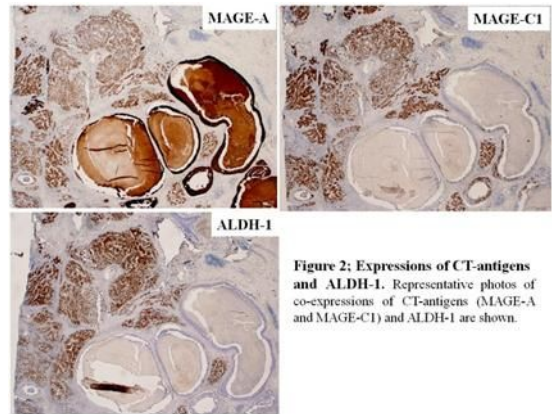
Expressions of CT-antigens and ALDH-1. Representative photos of co-expressions of CT-antigens (MAGE-A and MAGE-C1) and ALDH-1 are shown.
